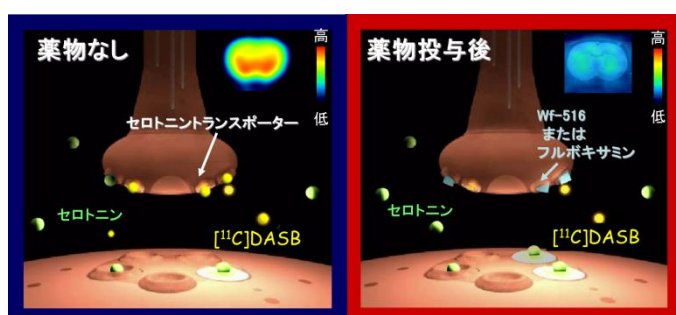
PETを用いた脳内セロニントランスポーター占有率測定
